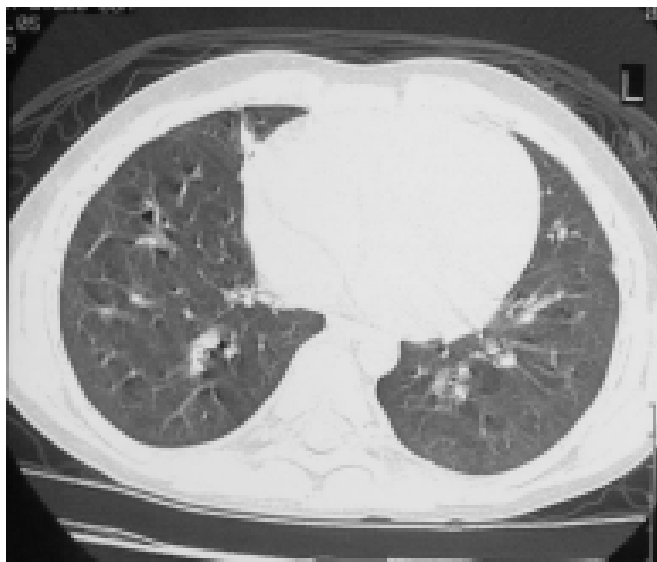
1997: TC. Atelectasia em faixa no segmento basal lateral direito associado com área de consolidação com bronquiectasias em segmento basal posterior do lobo inferior esquerdo.
